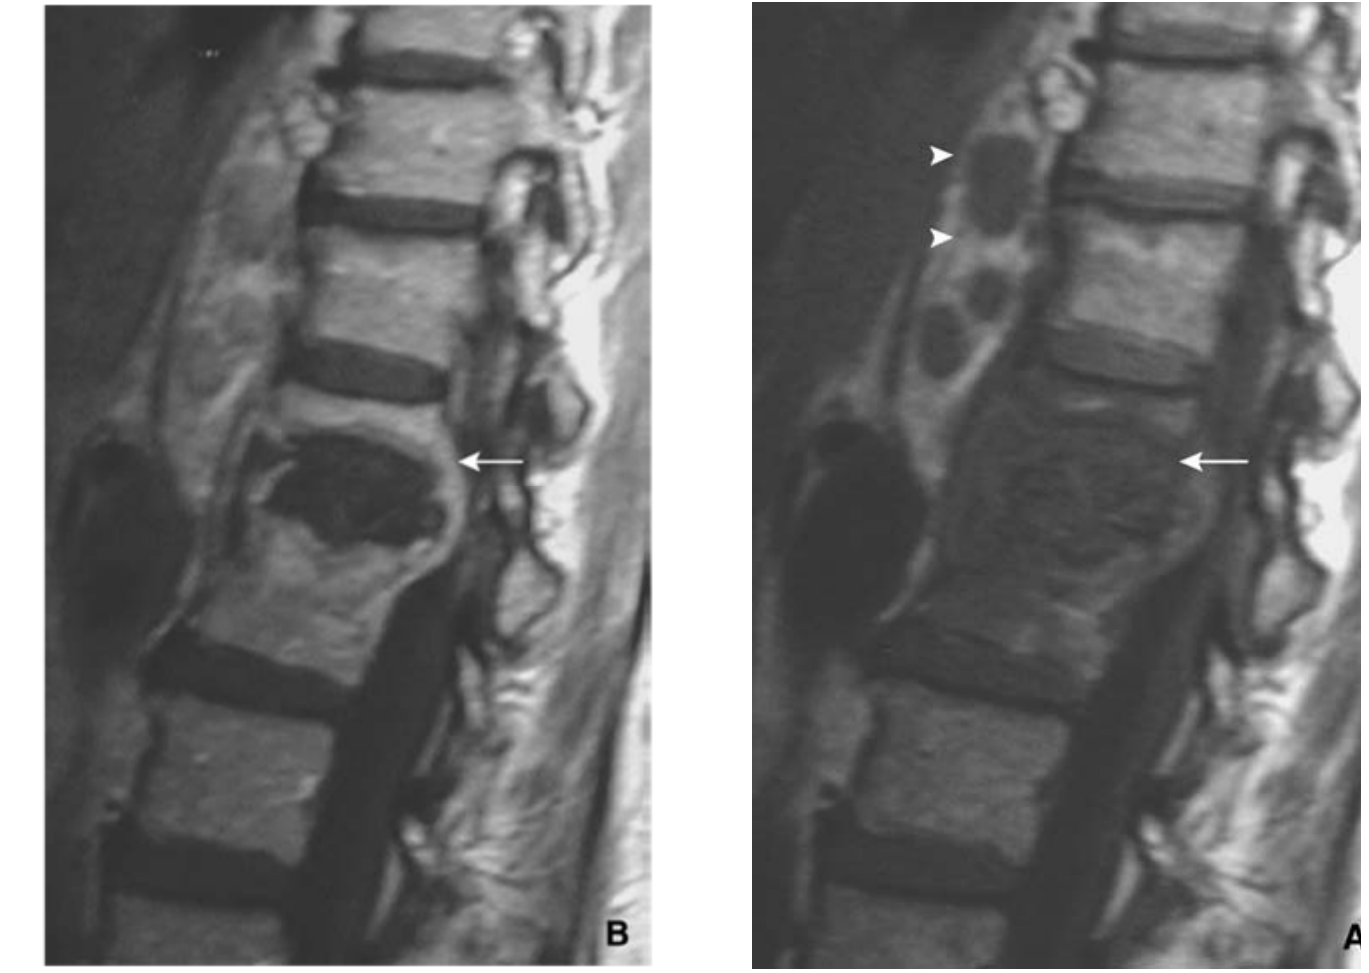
Spondylodiscite tuberculeuse. IRM en coupe sagittale pondérée T1 avant (A) et après(B) injection de gadolinium. Hypo signal du disque et des corps vertébraux (flèche) augmentant en périphérie après injection de gadolinium (flèche), épi durite et compression médullaire. Noter la présence d'adénopathies pré vertébrales (têtes de flèches).
